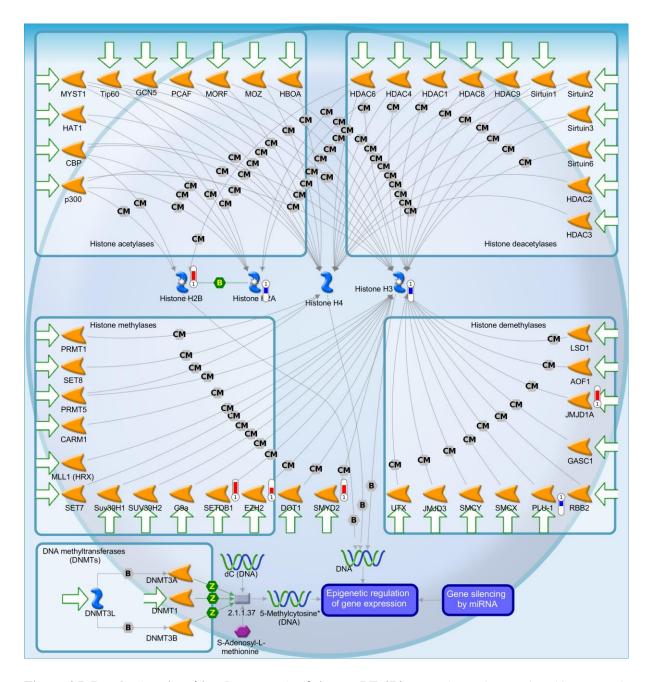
Regulação epigenética da expressão gênica em BT-474. Mapa da regulação epigenética contendo genes diferencialmente expressos na linhagem BT-474 após silenciamento gênico de *HOTAIR*. Os termômetros em vermelho indicam expressão aumentada e, em azul, expressão diminuída. Legenda dos símbolos e interações no Anexo C.
